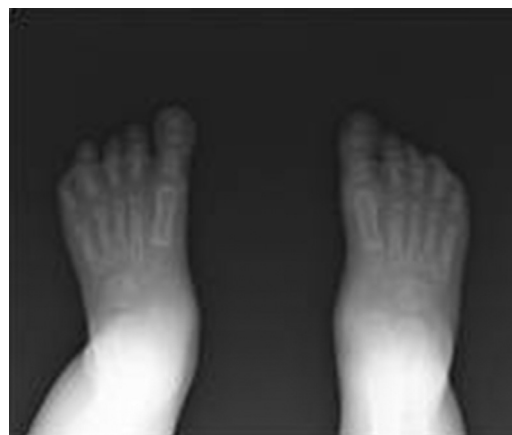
Radiografía dorsoplantar comparativa.
